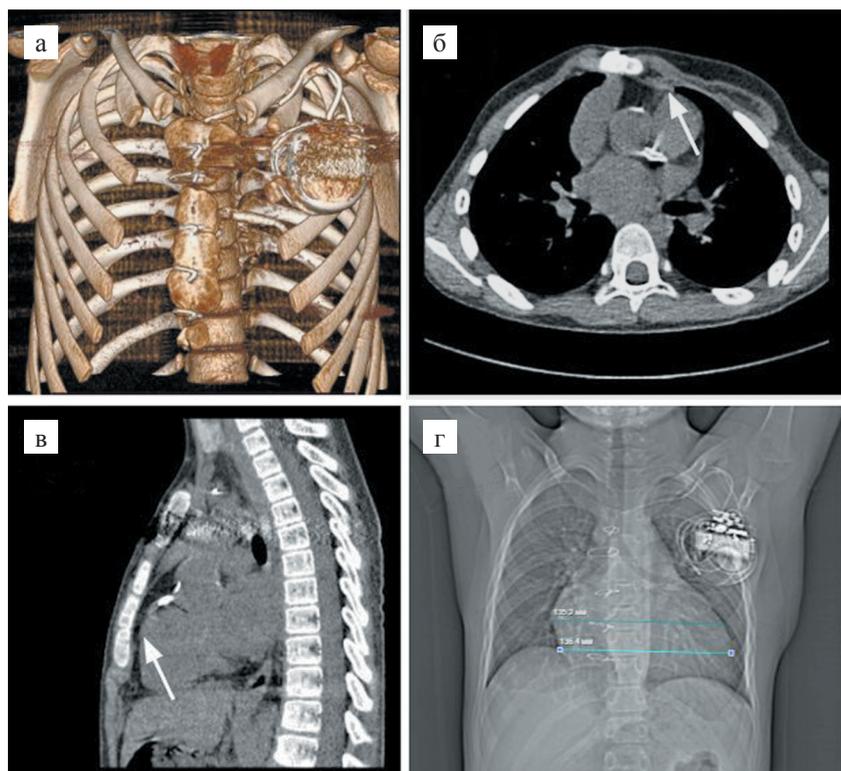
Компьютерная томография органов грудной клетки до операции. 3D-реконструкция грудной клетки при помощи компьютерной томографии (а); поперечный снимок (б); сагиттальный снимок (в); фронтальный снимок, на котором указаны поперечные размеры трансплантированного сердца (г)
